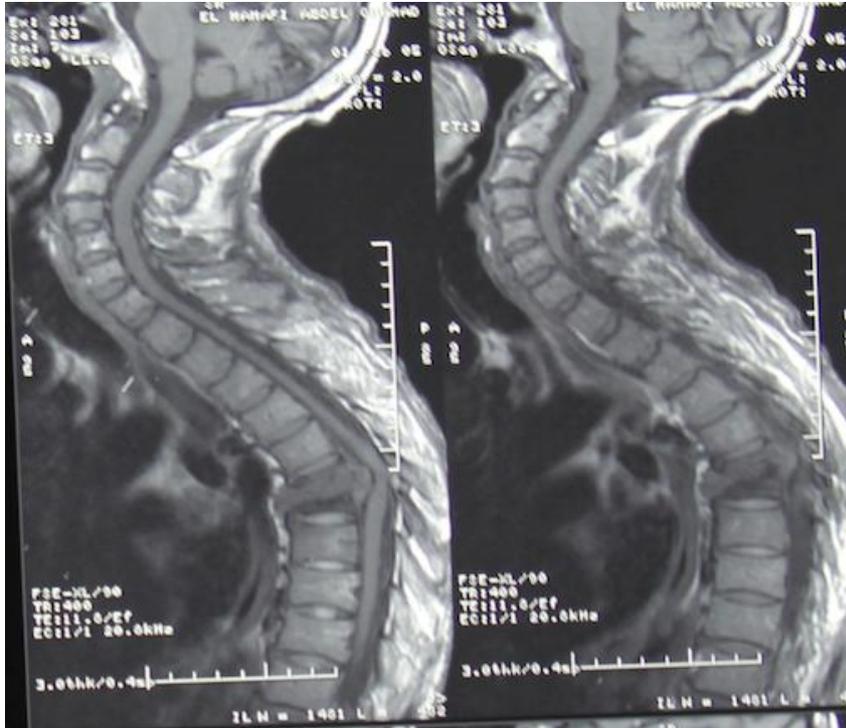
IRM médullaire T1 coupe sagittale montrant une spondylite T6 avec une cyphose modérée.
